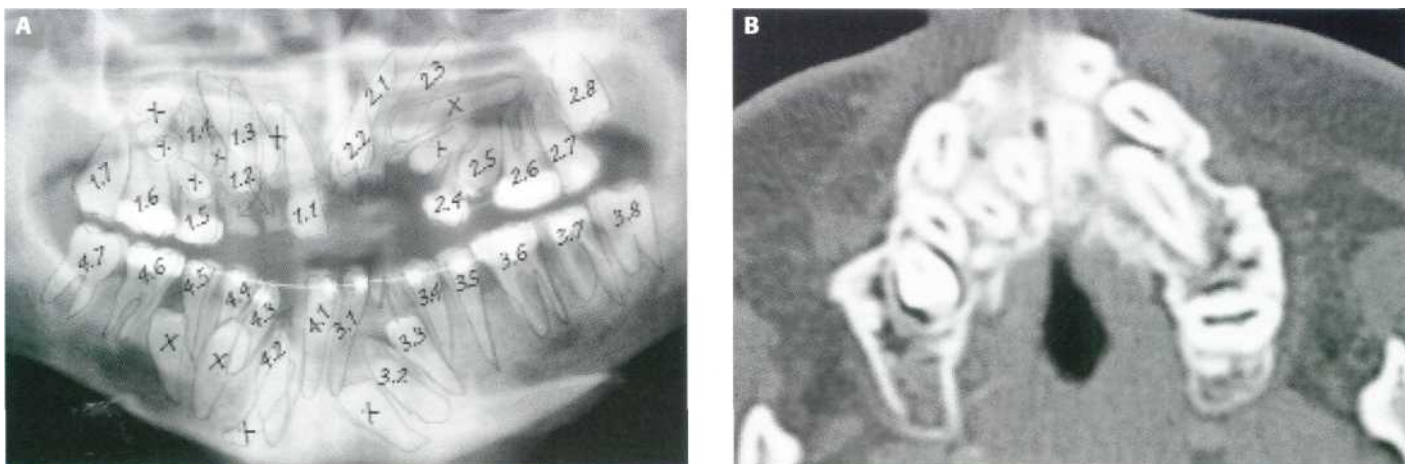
Alteraciones dentarias en la Displasia Cleidocraneal. (A) Ortopantomografía con papel vegetal superpuesto donde se señalizan los dientes permanentes y los dientes supernumerarios (x). (B) Detalle de la tomografía computarizada del maxilar superior efectuada para situar los dientes incluidos.
